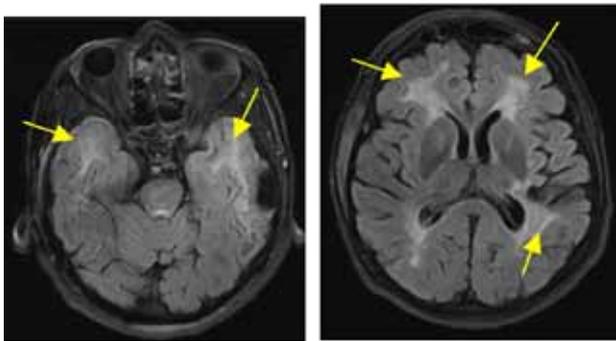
Images IRM cérébrale T2 flair
